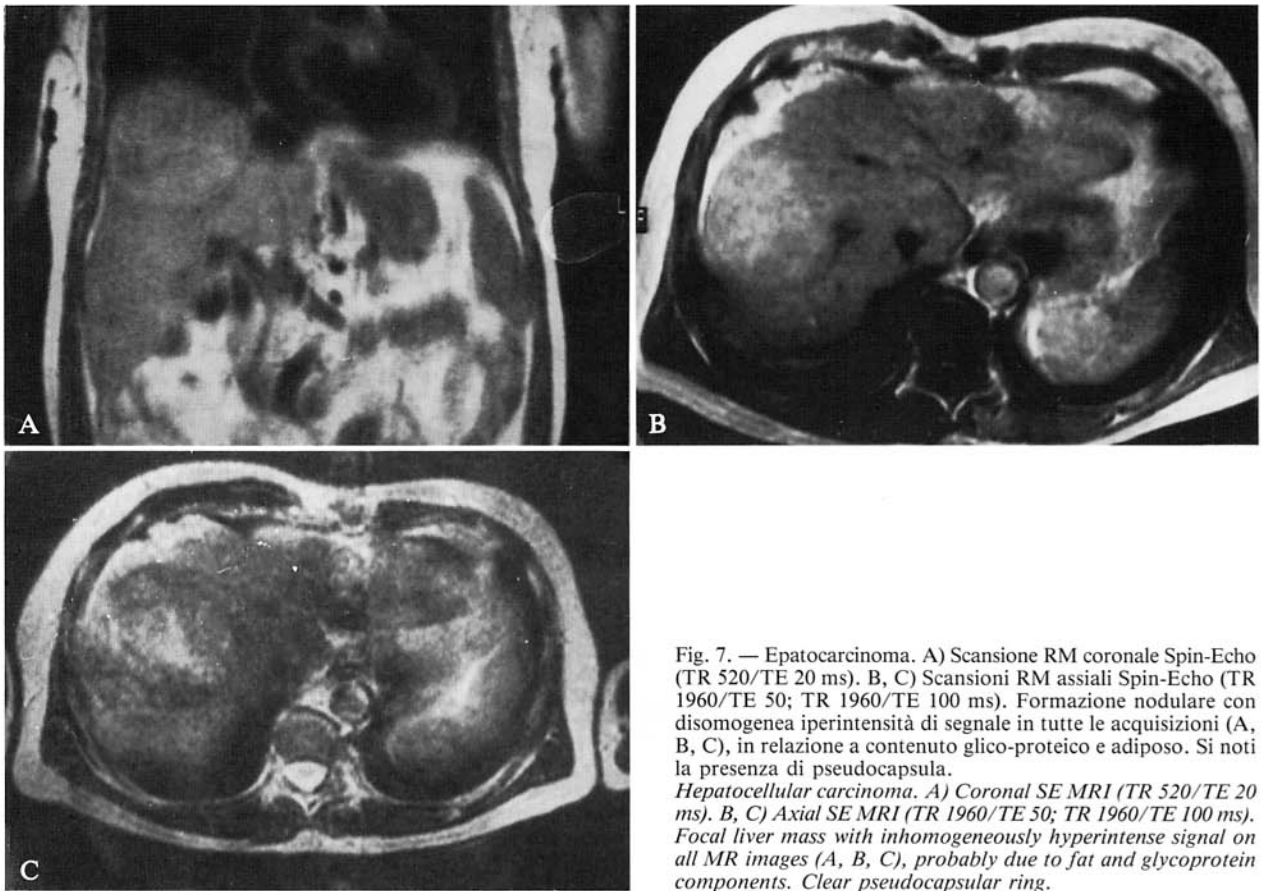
Epatocarcinoma. A) Scansione RM coronale Spin-Echo (TR 520/TE 20 ms). B, C) Scansioni RM assiali Spin-Echo (TR 1960/TE 50; TR 1960/TE 100 ms). Formazione nodulare con disomogenea iperintensità di segnale in tutte le acquisizioni (A, B, C), in relazione a contenuto glico-proteico e adiposo. Si noti la presenza di pseudocapsula.
